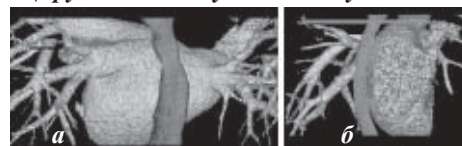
Синтопия левого предсердия (ЛПП) и пищевода. КТ-изображение, 3D-реконструкция ЛПП и пищевода (а - вид сзади, проекция пищевода на заднюю стенку ЛПП; б - определение места и протяженности интимного прилегания пищевода к ЛПП).
